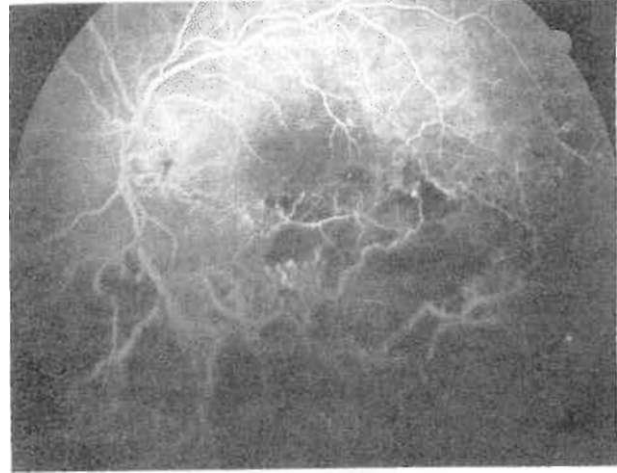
Makulada segmental, bir kadranı tutan iskemi bulguları olan bir alt temporal ven dal tıkanıklığı olgusunun anjiografisi
